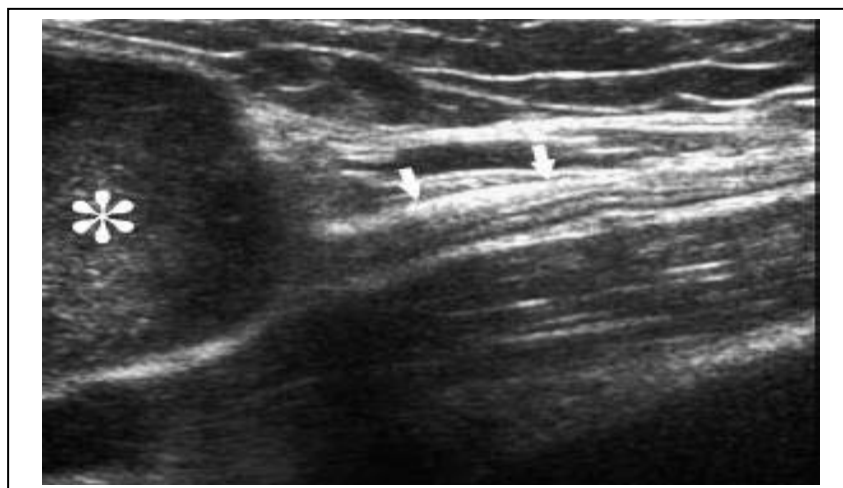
Aspect échographique d'un schwannome de l'index
